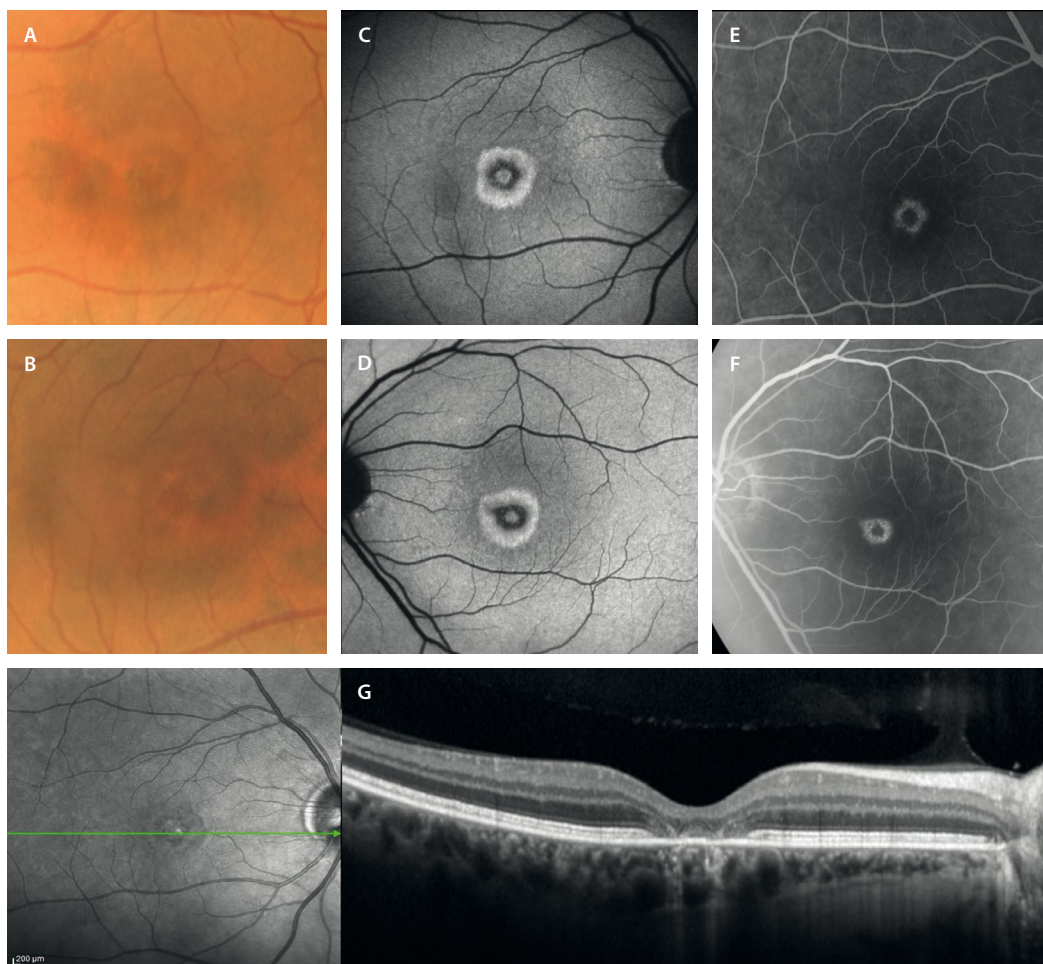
Distrofia areolar central benigna. A y B) La retinografía muestra un sutil halo de hipopigmentación perifoveal. C y D) La autofluorescencia permite ver ese patrón en «ojo de buey» anular por la hiperautofluorescencia perifoveal, que se verá hiperfluorescente en la angiografía con fluoresceína (E y F). G) Estos hallazgos se deben al adelgazamiento de las capas externas que existe a nivel perifoveal, con cierto respeto foveal, tal y como se observa en la tomografía de coherencia óptica.
